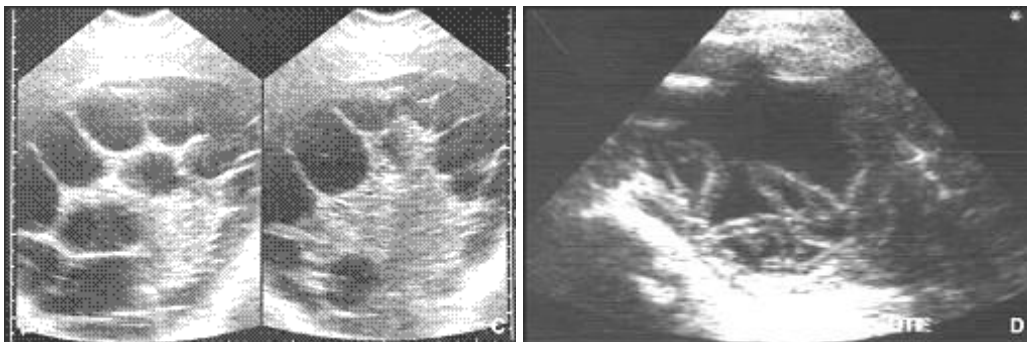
Aspect échographique d'un kyste hydatique type 2 [23]
